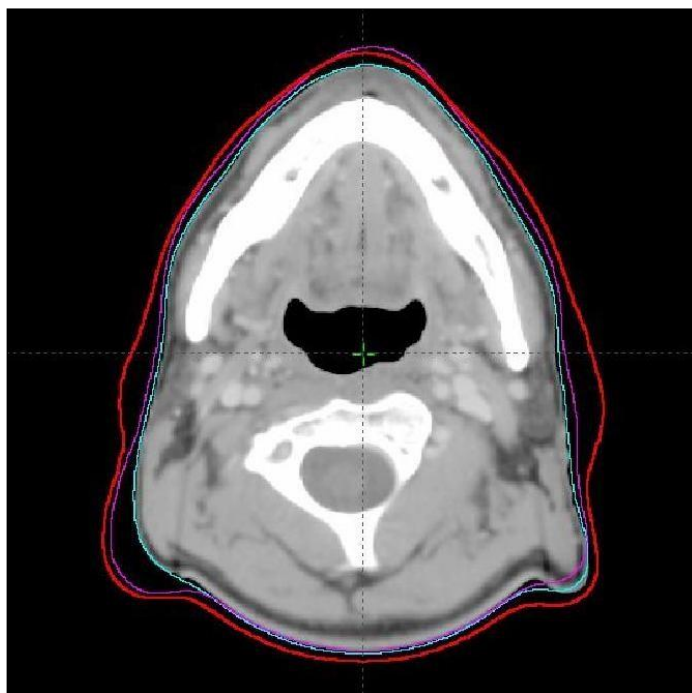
15 Variations volumétriques du volume externe : en rouge volume externe du CT1 ; en magenta contour externe du CT2 ; en cyan contour externe du CT3.
